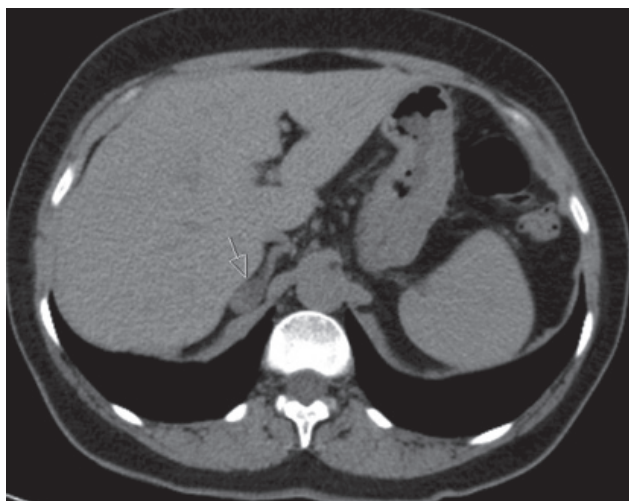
Imagem de tomografia computadorizada abdominal com nódulo da suprarrenal direita (23 mm) com características de adenoma (seta).
